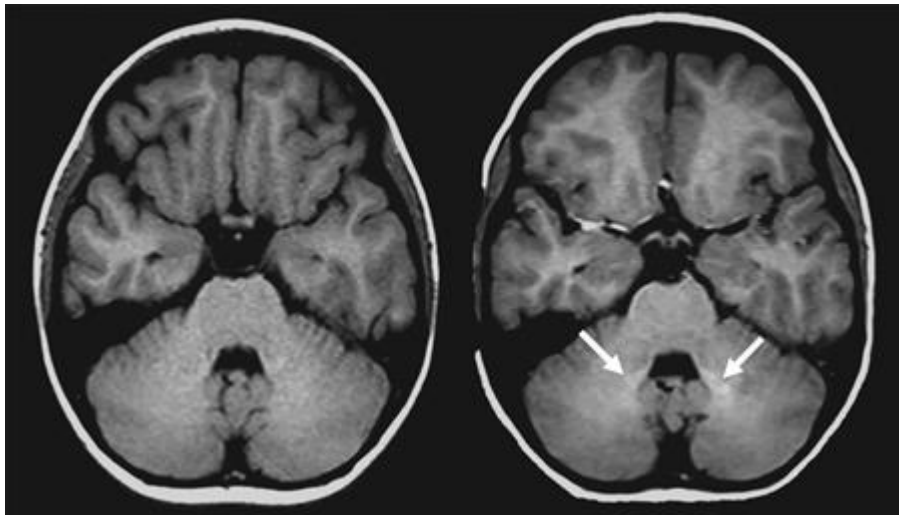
Retenção do gadolínio nos núcleos dentados do cerebelo em doentes que realizaram várias RM sucessivas com injeção de gadolínio endovenoso.
